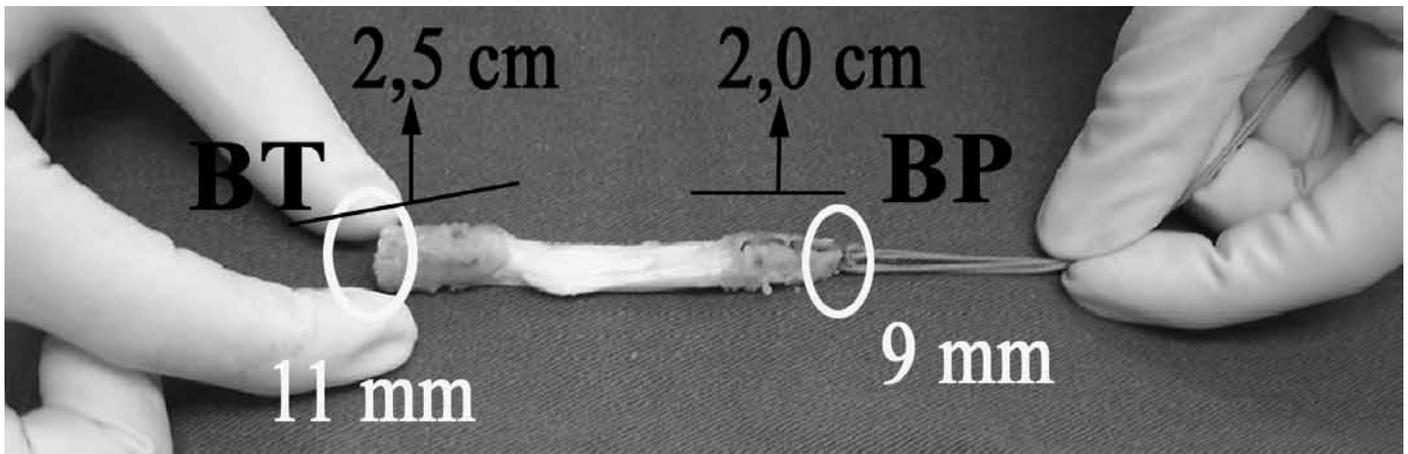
Enxerto do tendão patelar: baguete patelar (BP) e baguete tibial (BT).
